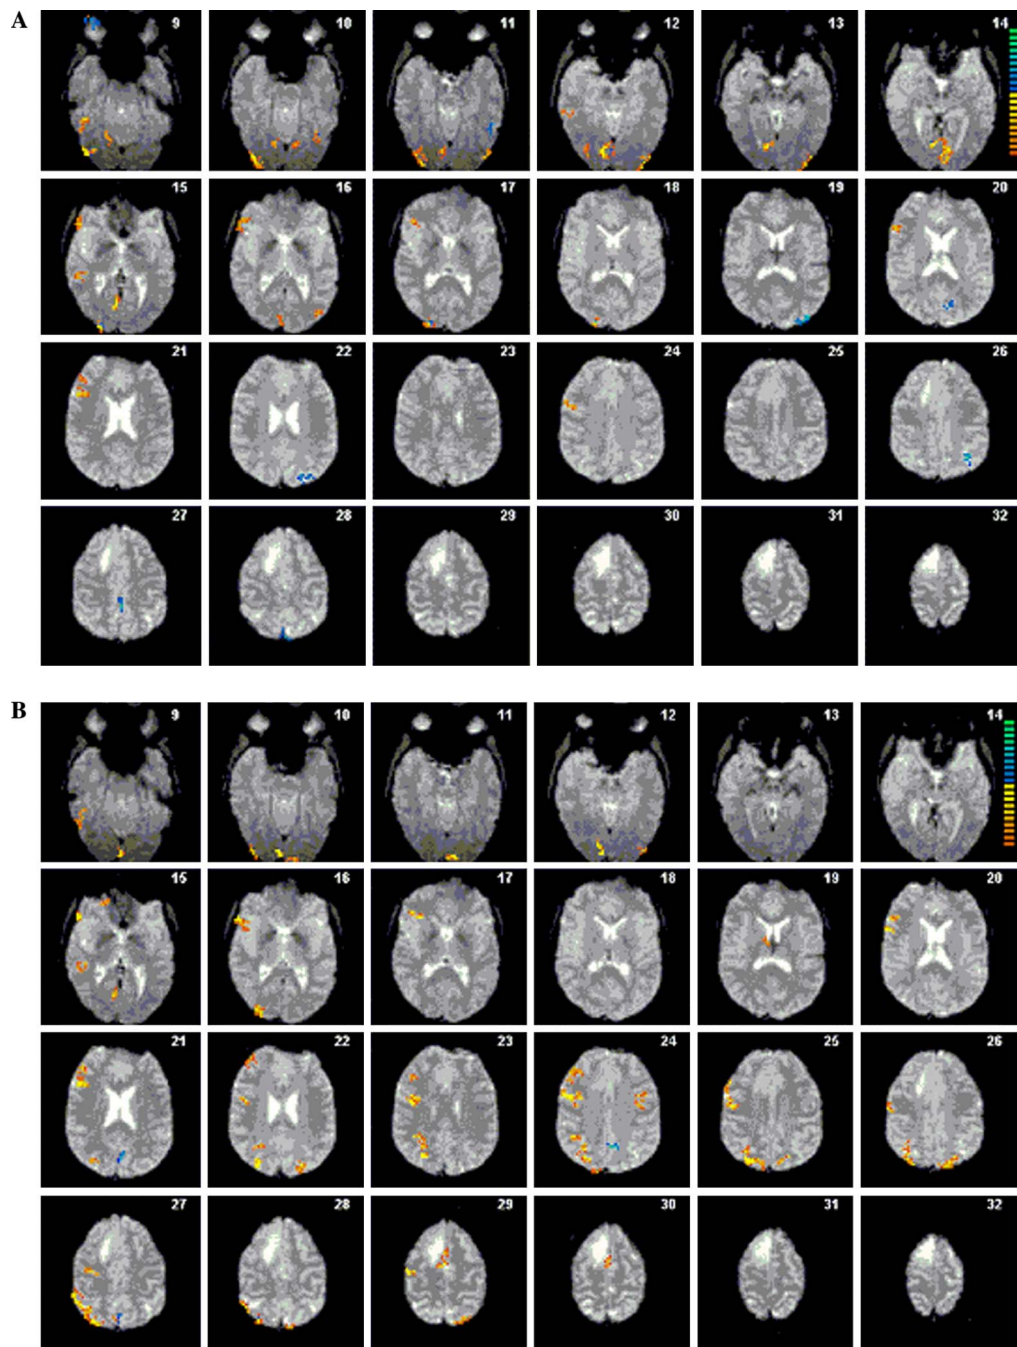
Functional MRI activation map for the semantic task (A), thresholded at $r = 0.32$, and the word stem completion task (B), thresholded at $r = 0.46$, overlaid on images of the EPI time series. Note the right frontal tumor in slices 26 to 32 and the greater right frontal activation during the language tasks.
